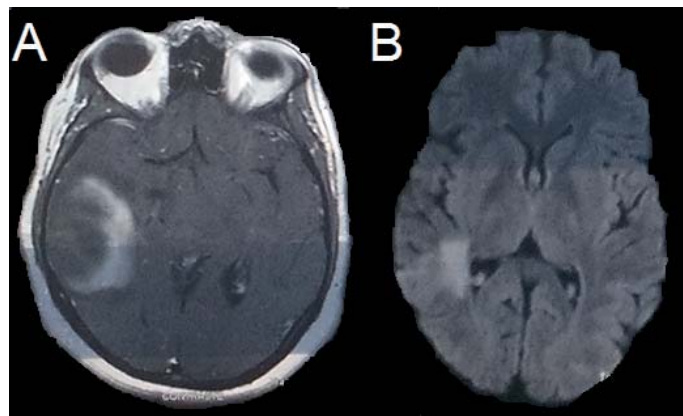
(A) corte axial em incidência ponderada em T1 pós-gadolínio, demonstrando lesão tumefativa com captação em anel incompleto e discreto edema perilesional. (B) corte axial em incidência ponderada em FLAIR, mostrando o aspecto da lesão após corticoterapia.
